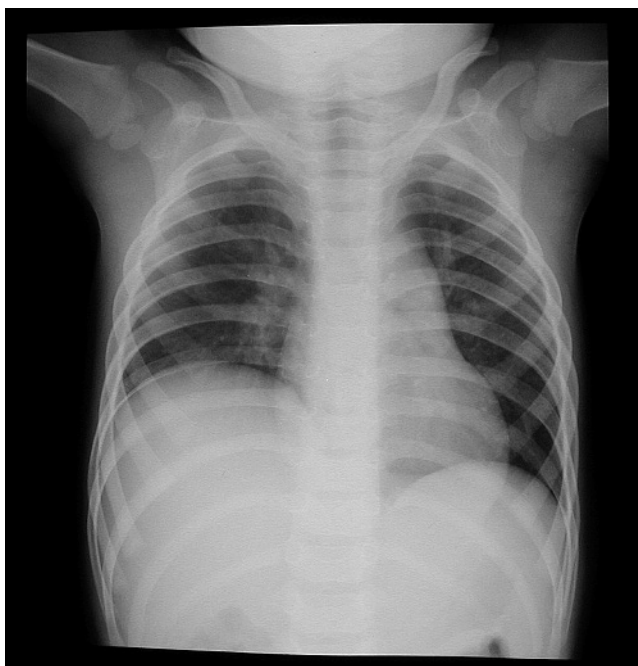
Radiografía de tórax de frente, con un eventración diafragmática.
